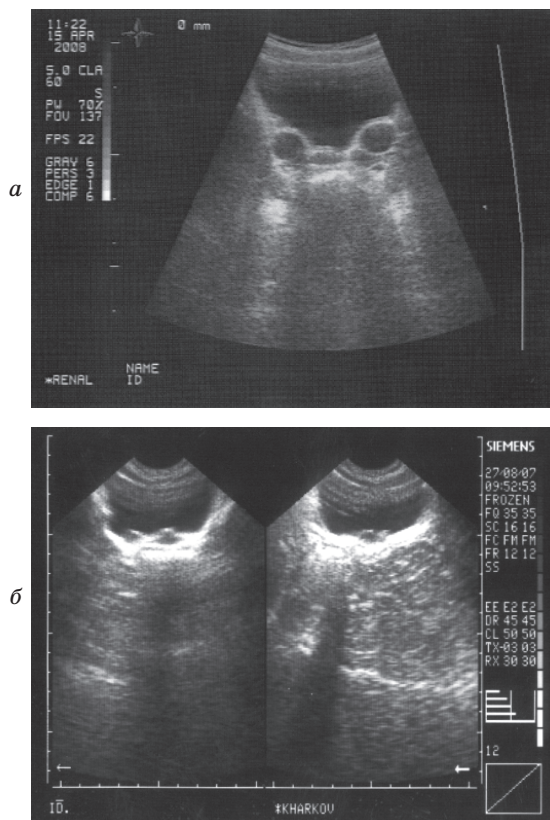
УЗИ мочевого пузыря на 2-е сутки после двухсторонней коррекции пузырно-мочеточникового рефлюкса. «Валик» в проекции левого и правого устьев мочеточника (а) и после коррекции пузырно-мочеточникового рефлюкса справа (б)
